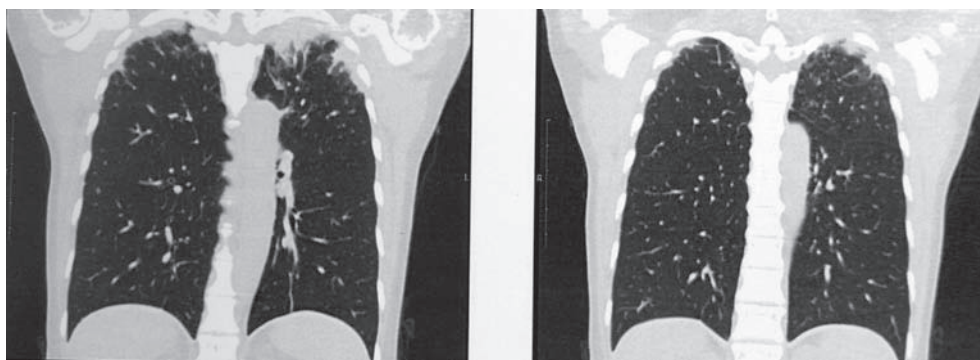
Данные инструментального обследования органов грудной клетки (СКТ)
